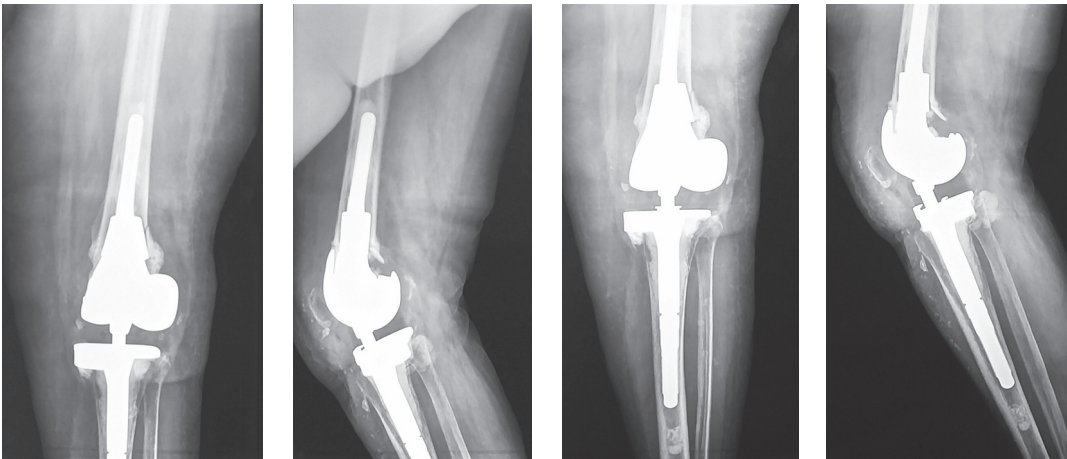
Послеоперационные рентгенограммы пациентки 66 лет. Бедренный компонент имплантирован с диафизарным и метафизарным конусами, положение компонентов и уровень суставной линии правильные
